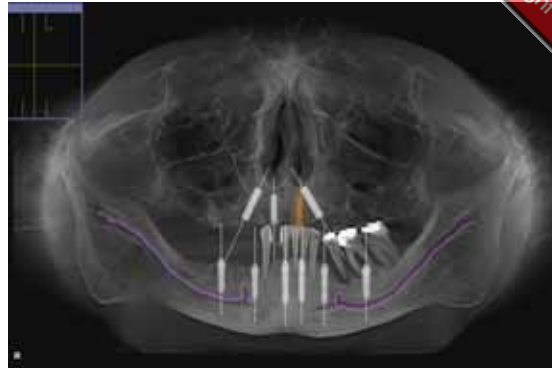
Implantatplanung mit Hilfe der digitalen Volumentomographie (DVT)
